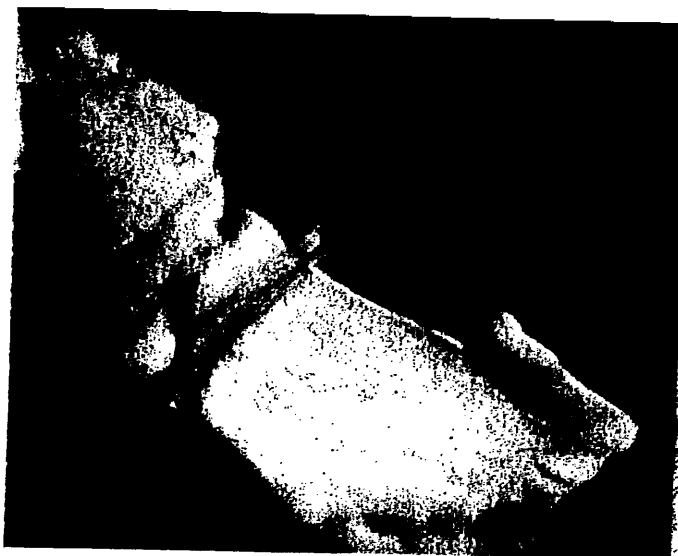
Eroding tantalum clip. At reoperation it was found that no boat had been used under clip, and clip had been distorted during manipulations at first operation. (TC 12,462)
